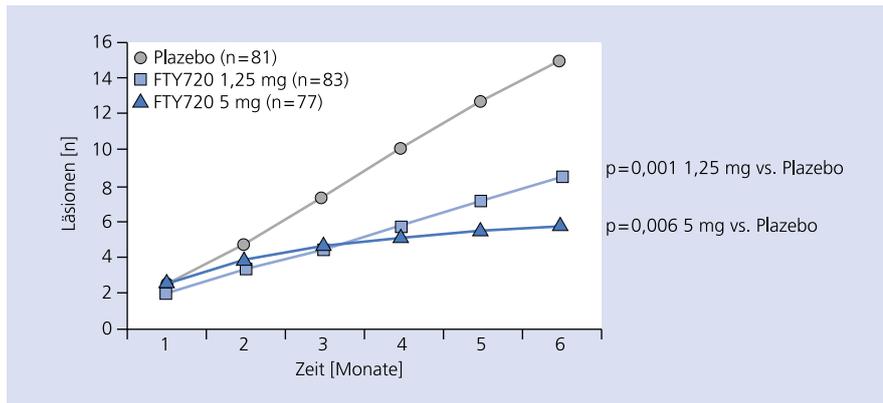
Vergleich FTY720 in 2 Dosierungen vs. Placebo bei multipler Sklerose anhand der durchschnittlichen kumulativen Anzahl entzündlicher Läsionen im Gehirn, bestimmt in der Gadolinium-unterstützten Magnetresonanztomographie
